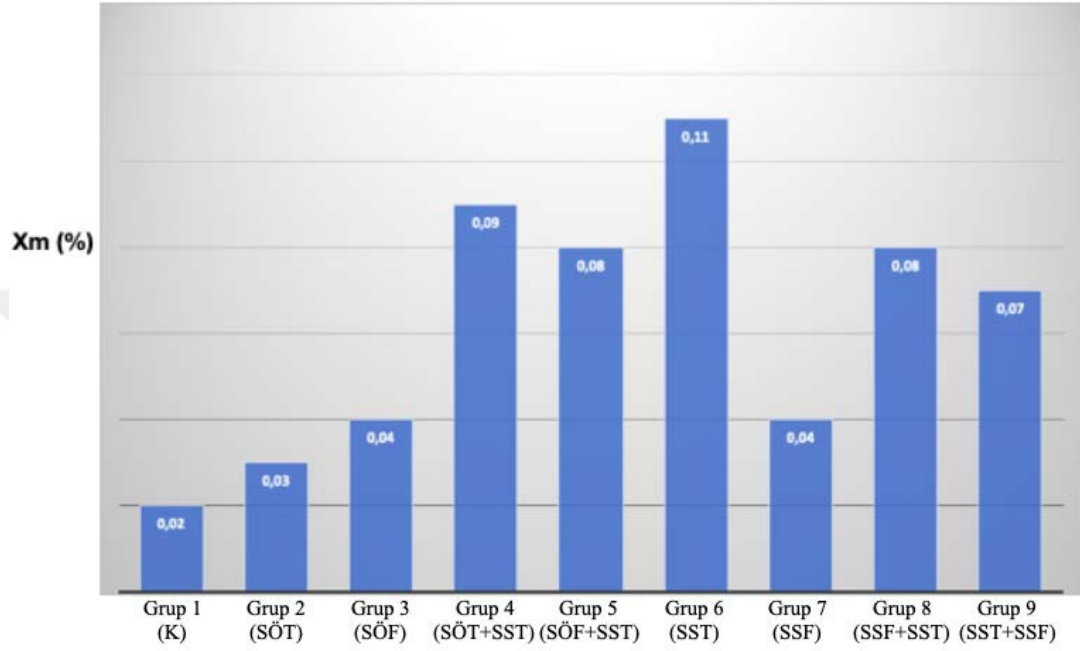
Zirkonya örneklerin X-ray difraktometri grafiği
